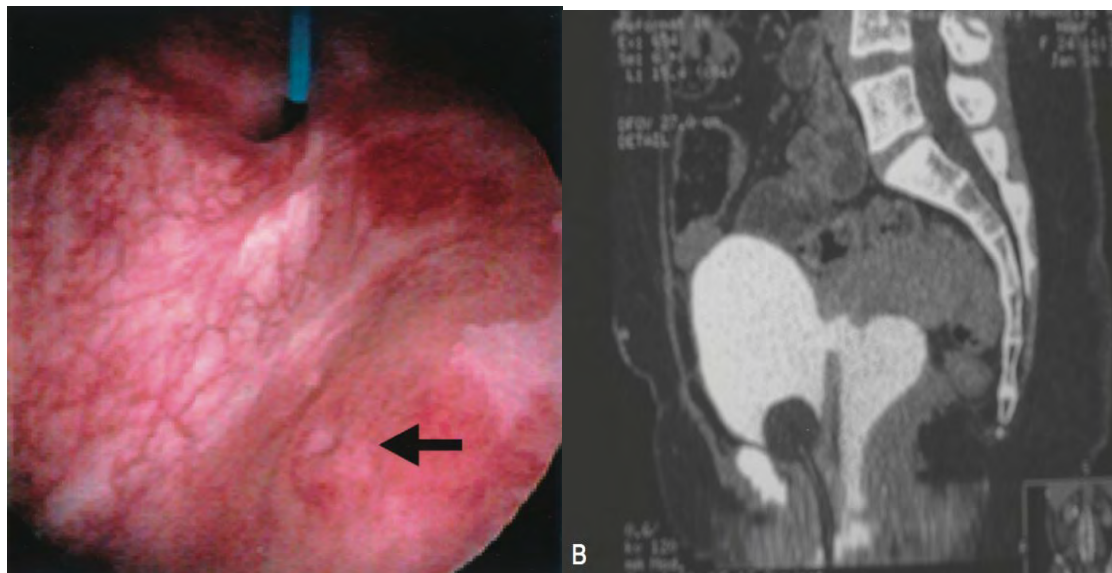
[82] cystoscopie : B : Uro TDM mettant en évidence la FVV
